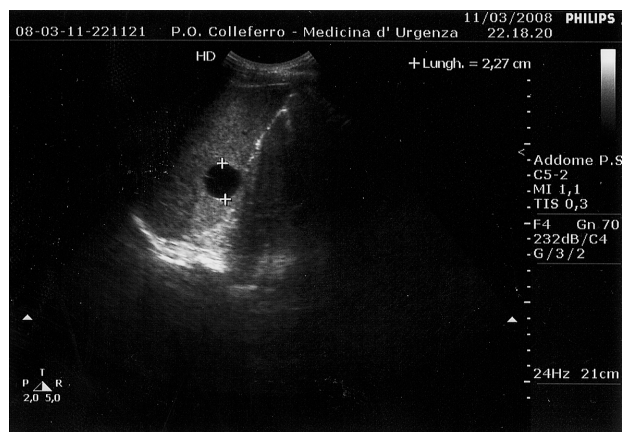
Scansione ecografica longitudinale che dimostra la presenza di neoformazione uniloculare, rotondeggiante, a margini regolari e contenuto anecogeno, del diametro di 2,2 cm, in prossimità dell'ilo splenico, indovata nel contesto di un parenchima ghiandolare indenne e che provoca il tipico segnale acustico di rinforzo posteriore di parete, connotato distintivo di formazione cistica. Da notare l'assenza di echi interni, eventualmente dovuti a materiale ematico, sedimentazioni (parassiti, ascesso), e di calcificazioni parietali, che ne consentono la categorizzazione come cisti semplice.
